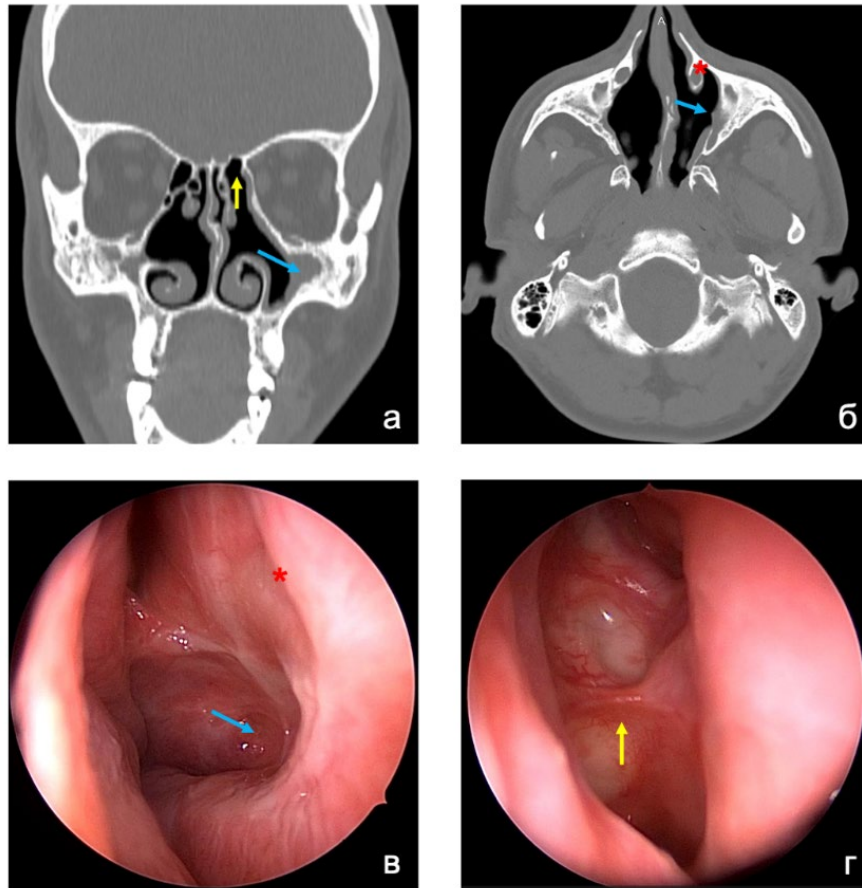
Послеоперационная картина полости носа и ОНП пациента с МВ 18 лет (генетический диагноз: F508del/F508del) через 35 месяцев после хирургического лечения, на фоне терапии CFTR-модуляторами: (а) КТ-картина (коронарная проекция); (б) КТ-картина (аксиальная проекция); (в, г) эндоскопическая картина (ригидный эндоскоп 45°, левая половина носа). Видны признаки костно-фиброзной облитерации ВЧП (голубая стрелка), антростома распространяется от слезных путей (красная звездочка) до задней стенки ВЧП; состояние после этмоидотомии (желтая стрелка)
